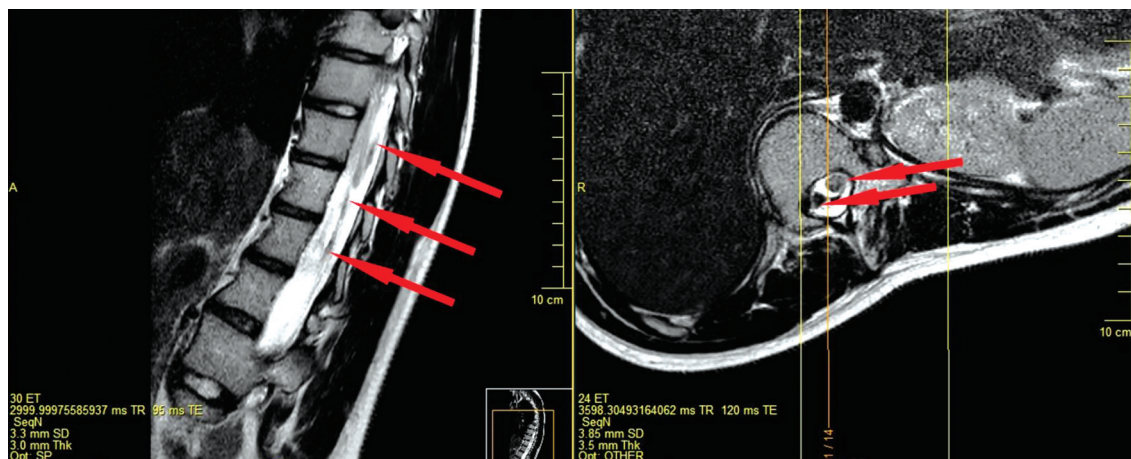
МРТ спинного мозга, восстановительный период. Режим T2W_TSI в сагиттальной и аксиальной проекциях. Кистозно-глиозные изменения с атрофией спинного мозга на уровне Th10-12 сегментов и спаечным процессом в дуральном мешке
